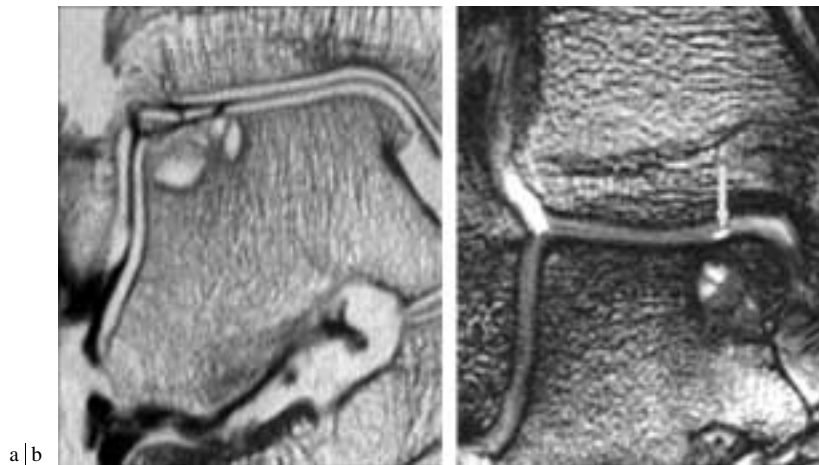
Lésions ostéochondrales du dôme talien avec fissurations cartilagineuses. a) En arthroscanner. b) En arthro-IRM.
